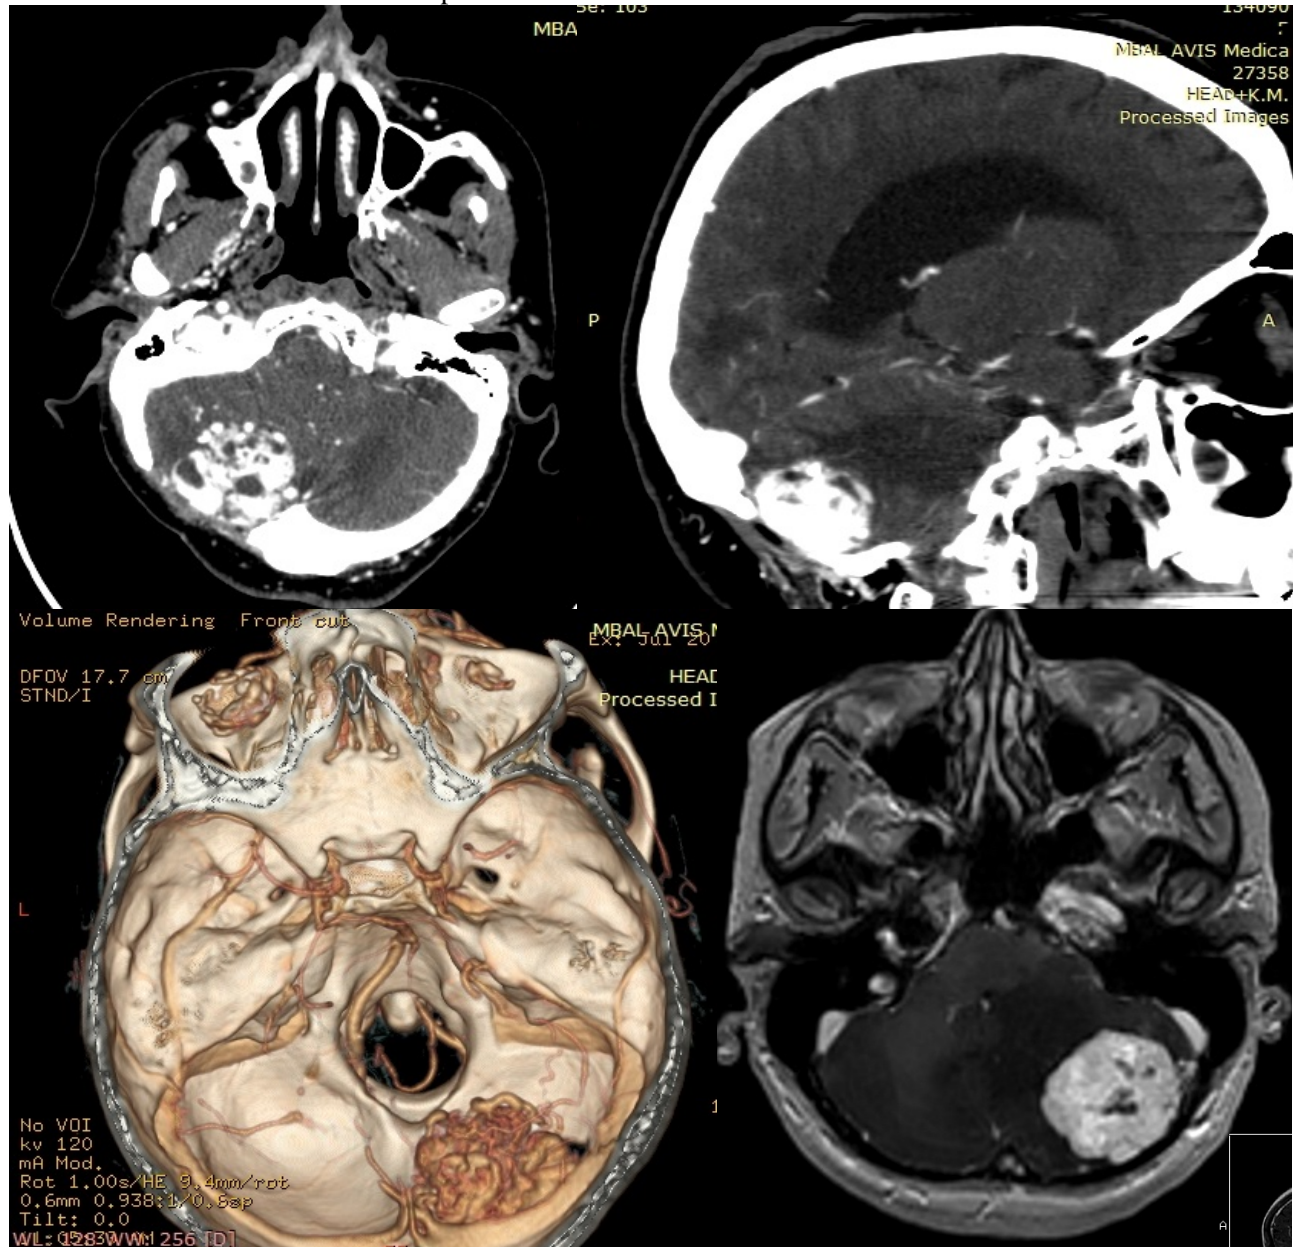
Diagnostic investigations of some patients – CT, MRI.
